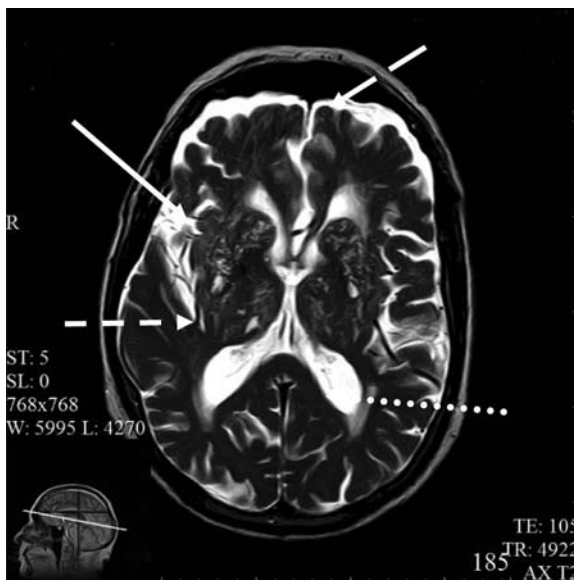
МРТ головного мозга, T2-взвешенное изображение. Болезнь малых сосудов. Сплошная стрелка – расширенные ПВР, круглые точки – перивентрикулярный лейкоареоз, штрих – лакуны, длинный штрих – атрофия лобных долей.
